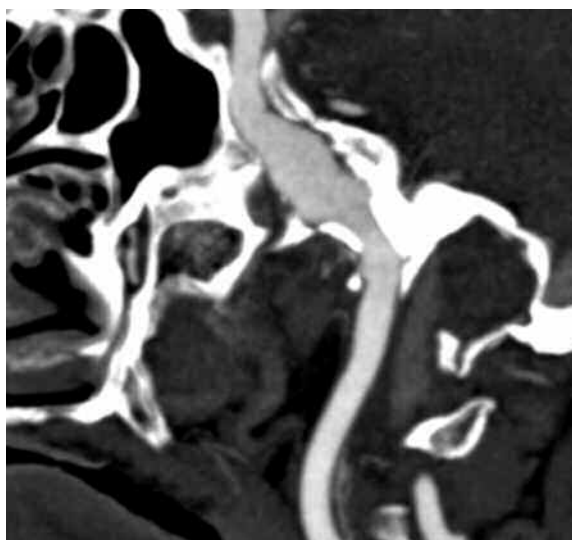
TC, reconstrucción MIP de aneurisma en porción intrapetrosa de ACI.
